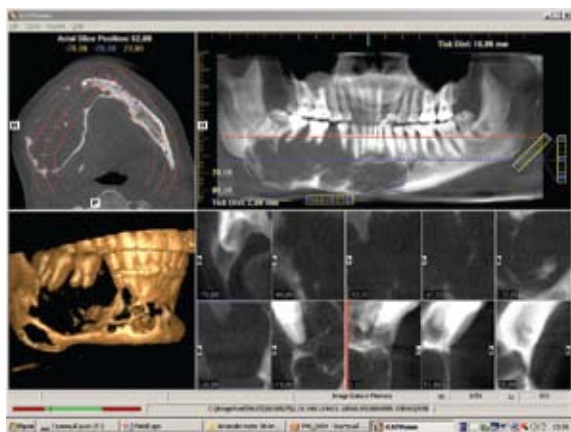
CT conic dentar la pacienta V. 36 de ani o serie de secțiuni tomografice în reconstrucție volumetrică ce ne oferă o informație amplă despre tumora odontogenă localizată la mandibulă (ameloblastom)
